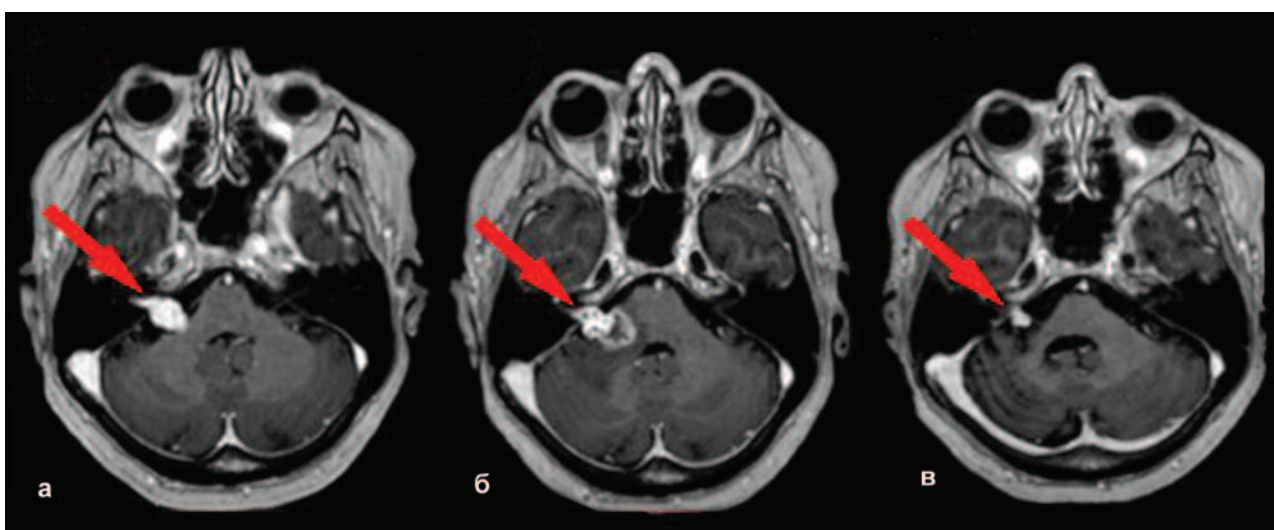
МРТ головного мозку (Т133+Gd). Псевдопрогресія через 12 місяців після радіохірургічного лікування ВШ справа з подальшим регресом (а – до СРХ ВШ справа, б – псевдопрогресія через 12 місяців після СРХ, в – регрес ВШ через 24 місяці після СРХ)
